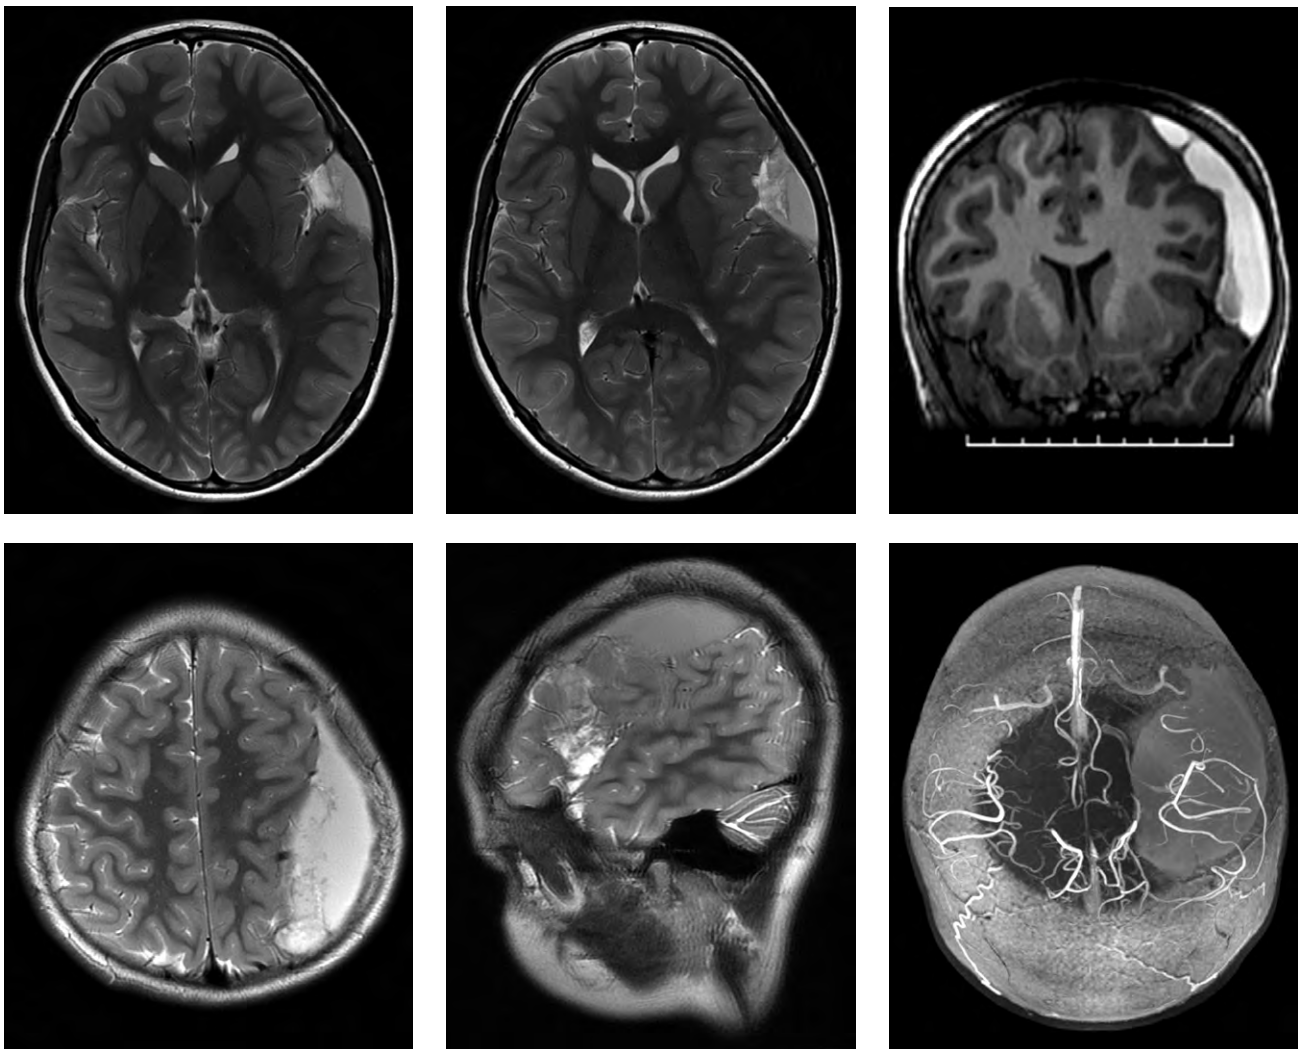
Магнитно-резонансная томография головного мозга: увеличение субдуральной гематомы и признаки латеральной дислокации срединных структур мозга.
